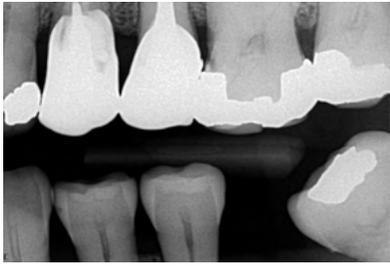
Radiografia Interproximal original de Ms e PMs E (A), e Radiografia Interproximal, com apontamentos (B) das superfícies interproximais para região de Ms e PMs D. Note que falta o dente 36, e possivelmente o dente 37. Note que logo abaixo da caixa mesial da restauração metálica do dente 26, vemos imagem radiolúcida, compatível com cárie, na coroa, e extensão para a raiz. Já o ponto de contato entre os dentes 26-27, não existe, e sim, há uma face de contato, sendo que a crista óssea alveolar interdentária já apresenta sinais iniciais de reabsorção. Veja também a imagem radiolúcida restritiva ao esmalte na face mesial do dente 34, tipicamente compatível com cárie de esmalte, ou cárie incipiente, onde indica-se apenas a aplicação de flúor para pará-la. No dente 38 (M) há pequeno tártaro coronário.
